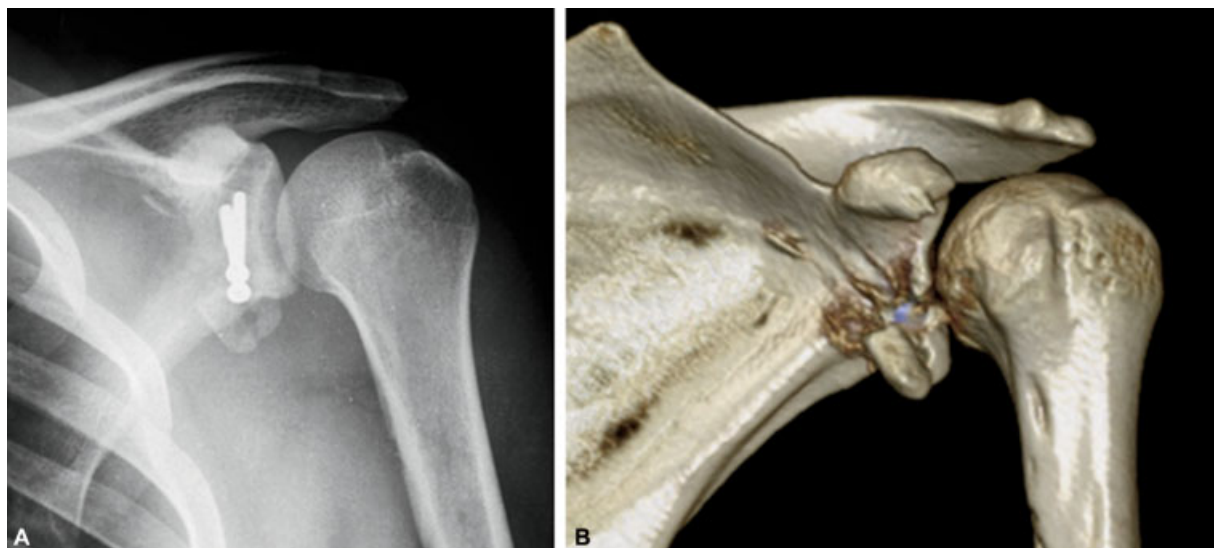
Radiografia (A) e TC 3D (B), após 3 semanas, evidenciando fratura do enxerto.
